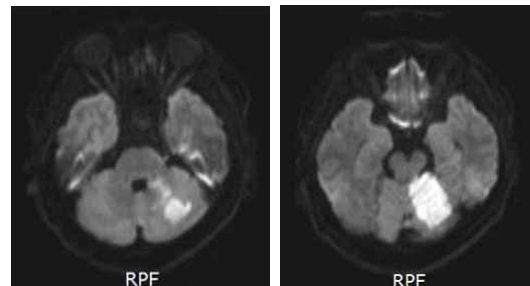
Brain MRI (DWI).
